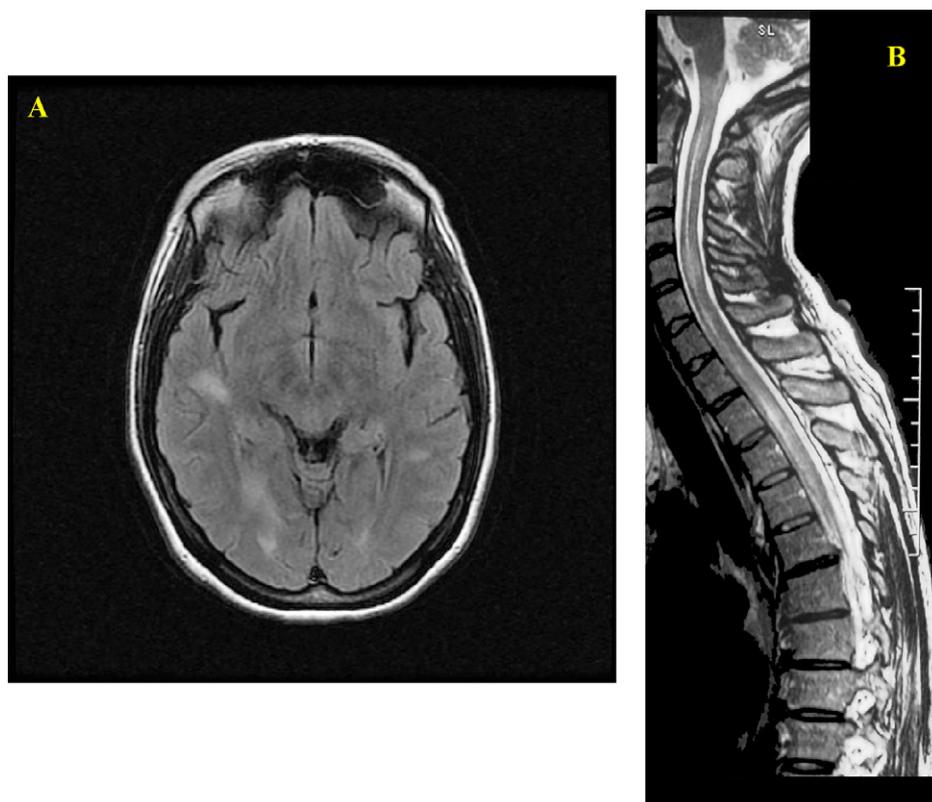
Encéphalomyélite aiguë disséminée chez une femme de 35 ans, survenue six jours après un syndrome grippal. Tableau initial de confusion fébrile avec raideur méningée et paraparésie. IRM cérébrale, séquence FLAIR, coupe axiale A et IRM médullaire, séquence T2, coupe sagittale B. Lésions multifocales de la substance blanche sus-tentorielle A associées à des lésions de myélite diffuse B. Évolution favorable sous corticoïdes et échanges plasmatiques.
